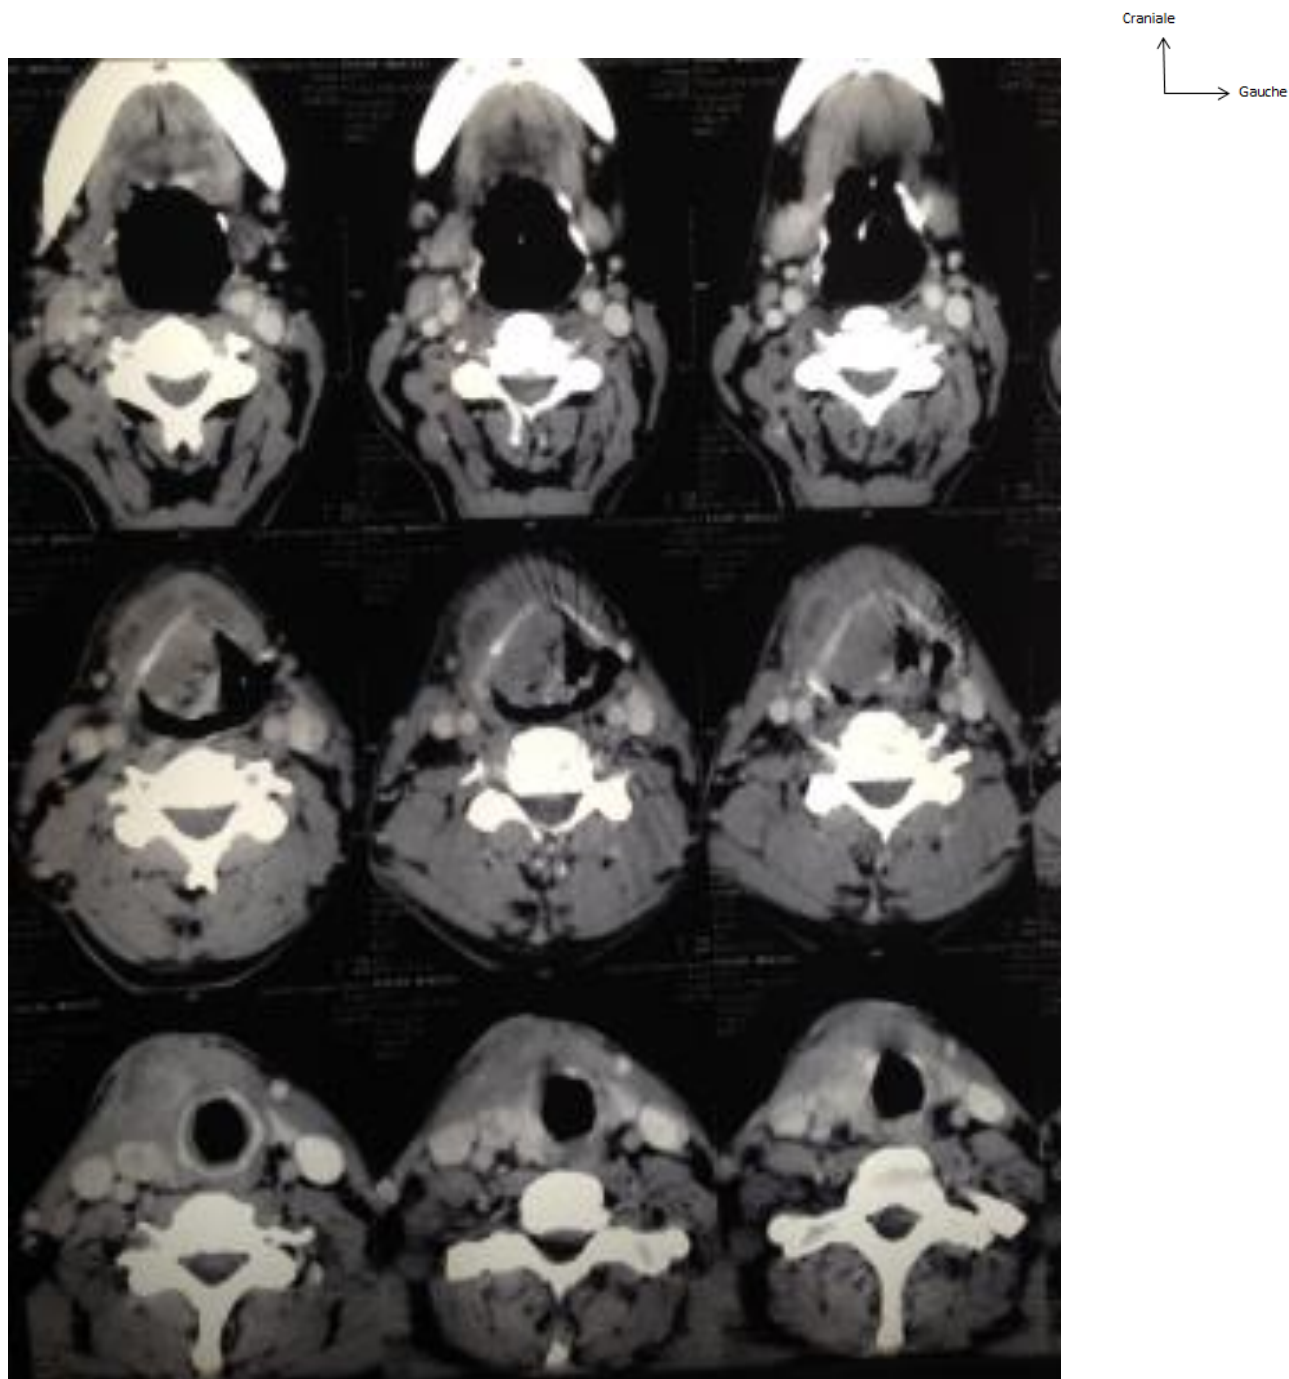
TDM cervicale objectivant une hypodensité tissulaire associée à une lyse du cartilage thyroïde.
